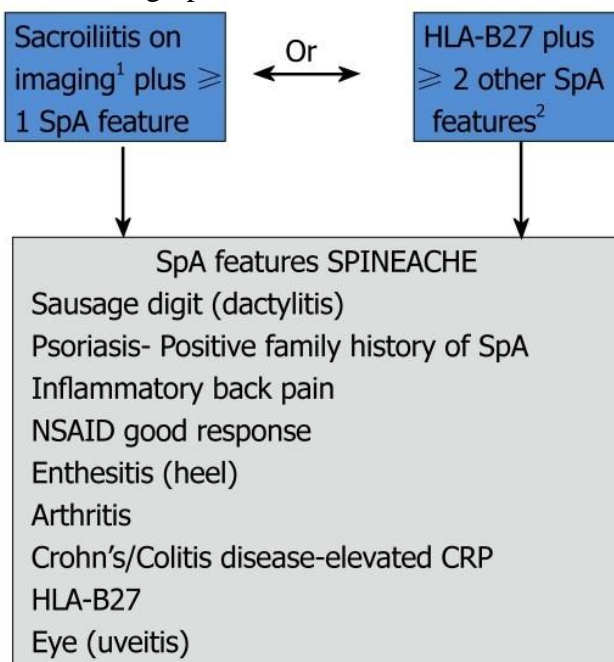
Assessment in SpondyloArthritis international Society classification criteria for axial spondyloarthritis and mnemonic for assessment of spondyloarthritis international society classification criteria[4, 17]. 1Sacroiliitis on imaging active (acute) inflammation on magnetic resonance imaging
